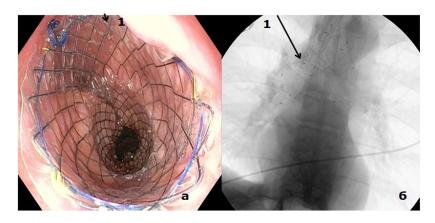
Нарушение проходимости искусственного пищевода после операции Льюиса: а - эндоскопическая картина после стентирования эзофагогастроанастомоза, 1 - стент; б - рентгенограмма положения стента в зоне стеноза Figure 9. Obstruction of the patency of the artificial esophagus after the Lewis operation: a - endoscopic picture after stenting of the esophagogastrostomy, 1 - stent; б - radiograph of the position of the stent in the stenosis zone
